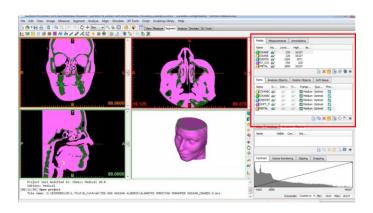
Etapa imaginación: identificación de defecto e imágenes TAC en un modelo 3D.
